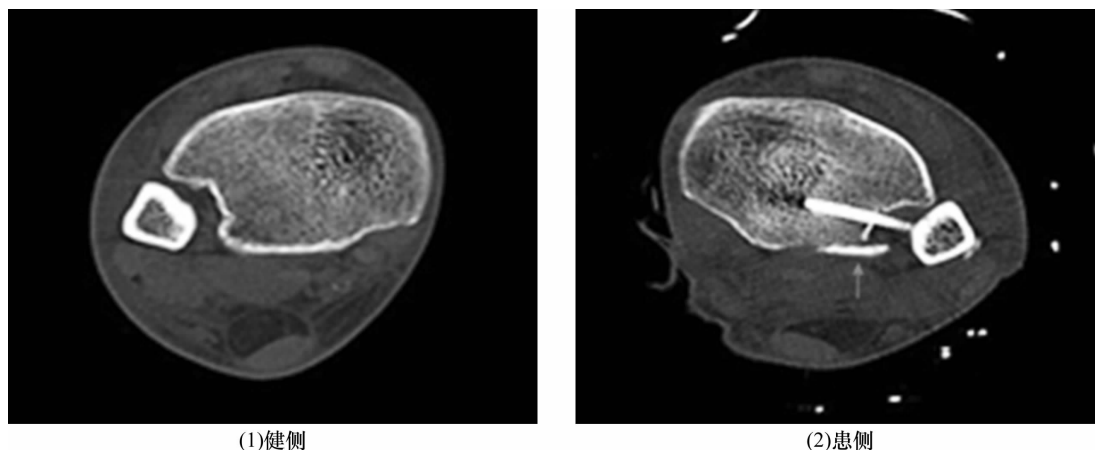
下胫腓联合分离患者术后下胫腓骨横断位 CT 片
